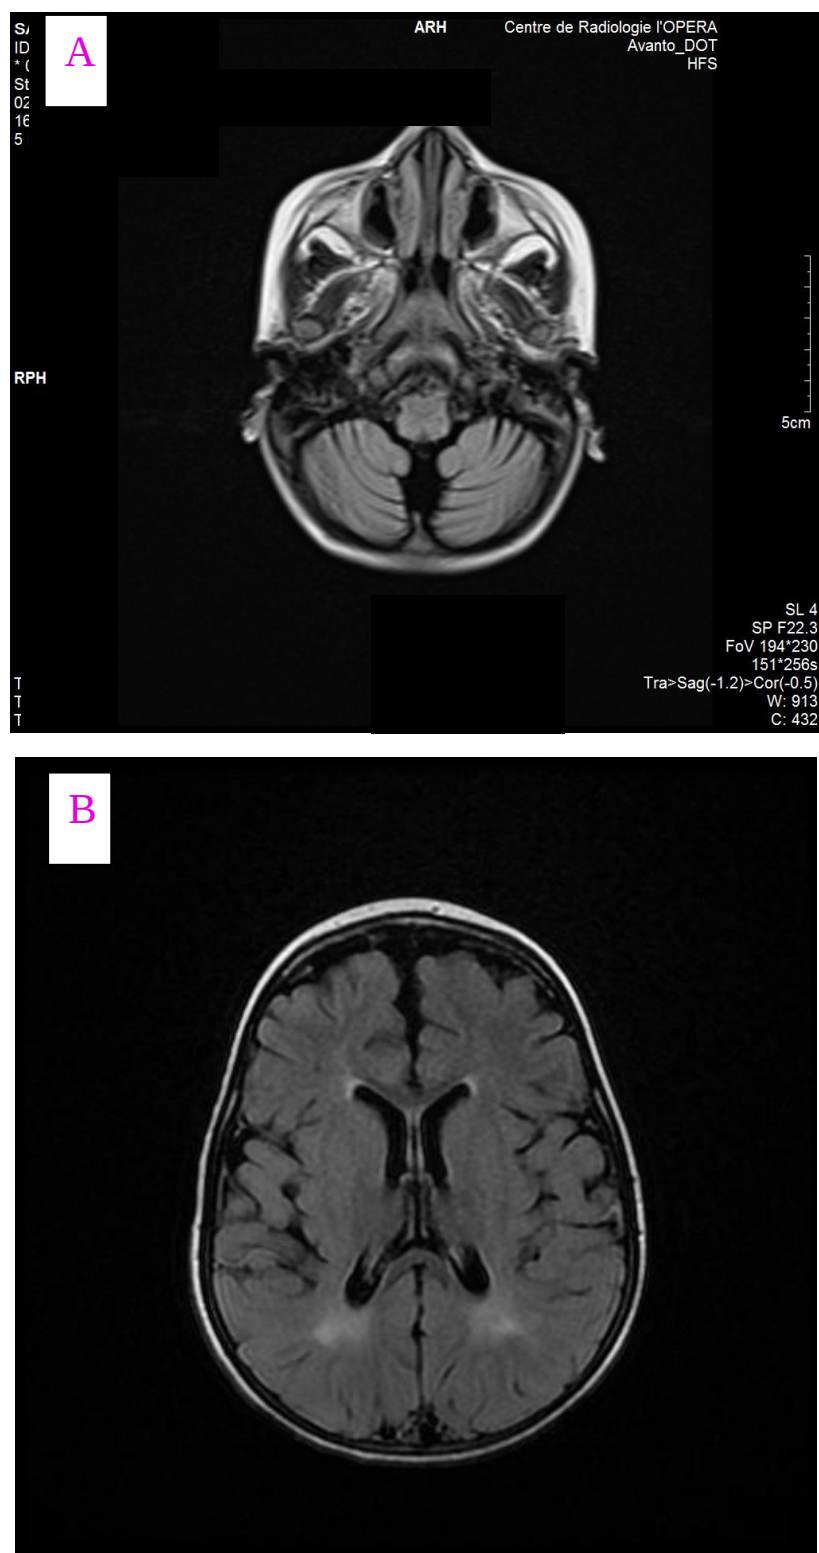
IRM cérébrale du patient 4
